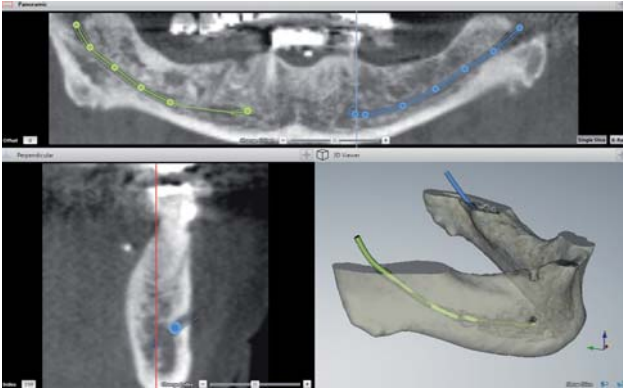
Für Diagnostik und Markierung des Nervus alveolaris inferior steht ein spezieller diagnostischer Bildschirm zur Verfügung. Das Orthopantomogramm (OPG) wird in der Vorbereitung dem Nervverlauf „vorgebogen“ – der Nerv kann danach noch sicherer und effizienter markiert werden. Alle Darstellungen sind miteinander verknüpft und werden bei Veränderungen in Echtzeit synchronisiert.
